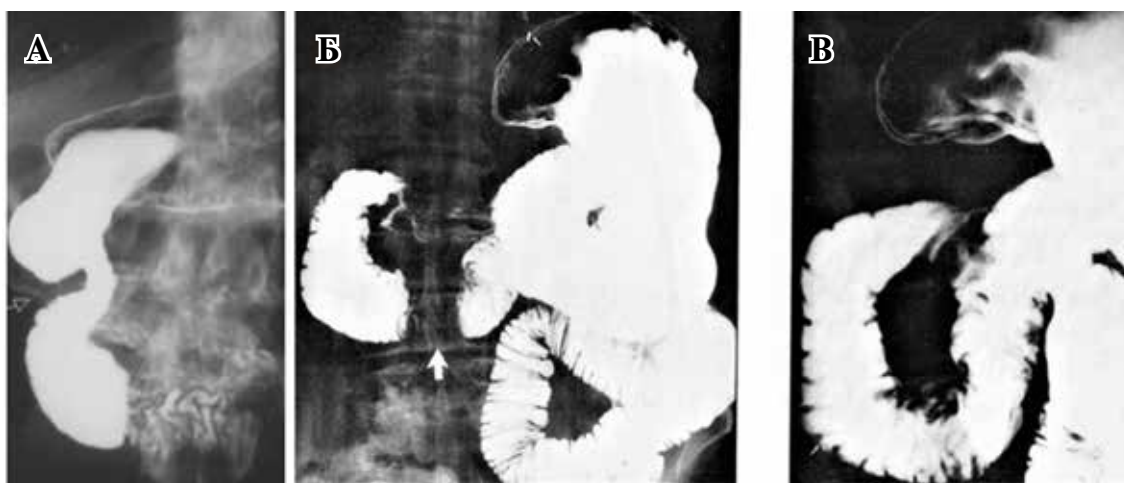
(а) Рентгенограмма из статьи Neri et al. [10]. Увеличение желудка и ДПК отсутствует. Препятствие для продвижения бария возникло справа от позвоночника. (Б, В) Рентгенограммы из учебника. Подпись: «Нормальный пациент с транзиторной дилатацией проксимального отдела ДПК. (б). Рентгенограмма показывает явную обструкцию третьей части ДПК (стрелка), что указывает на наличие СВБА. (в) Изображение, полученное чуть позже, показывает, что дуоденальная полость полностью нормальна» [11].
